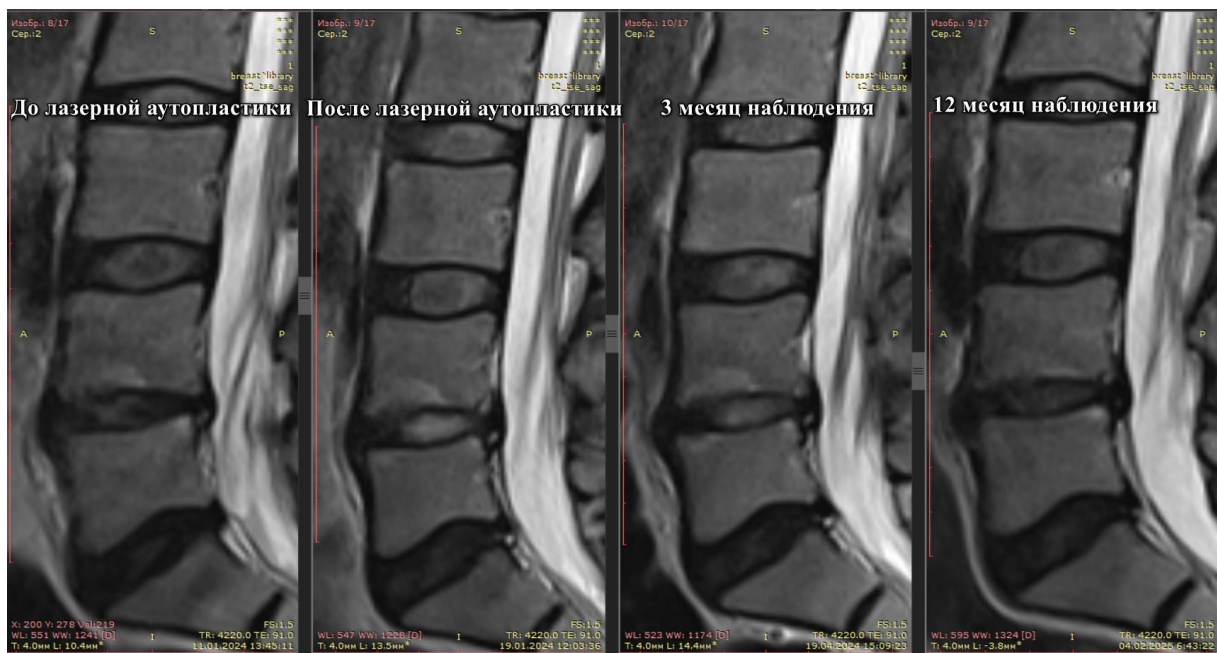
МРТ-грамма пациента Г. в динамике наблюдения 12 месяцев после лазерной аутопластики - срединная грыжа межпозвоночного диска на уровне L_{IV}-L_V
